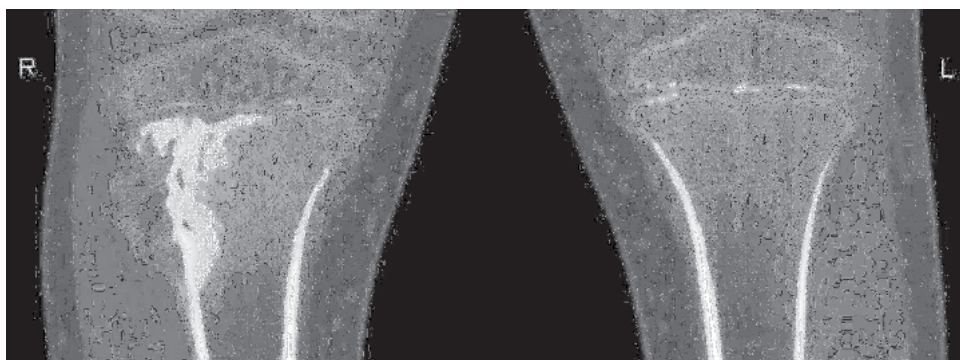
Компьютерная томография. Остеосаркома правой большеберцовой кости.
